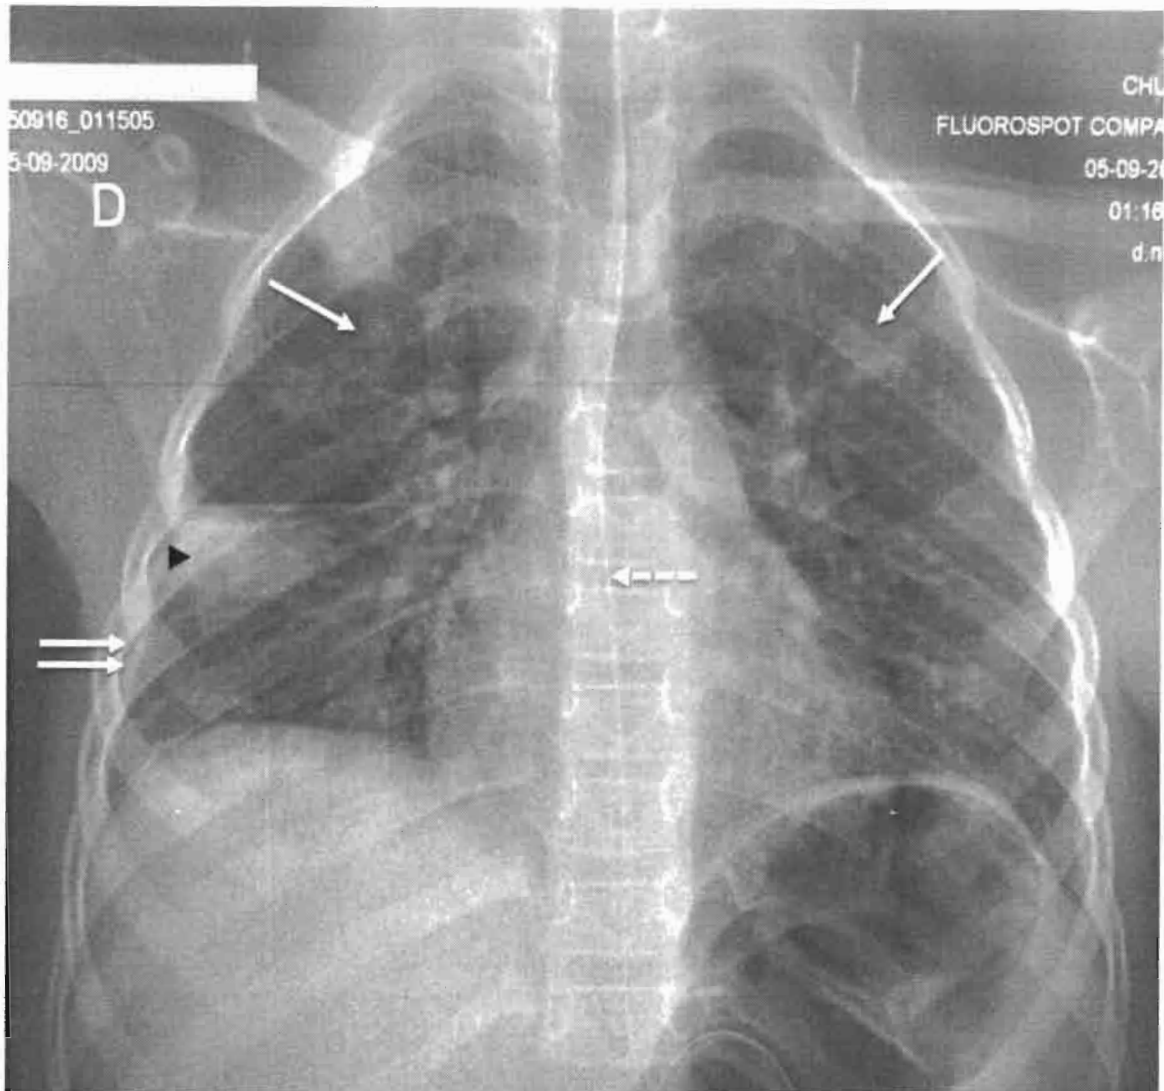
Radiographie thoracique de face chez un grand enfant de 7 ans qui a été admis pour toux, fièvre et douleur abdominale. Nous notons des infiltrats interstitiels (flèches), une condensation pulmonaire lobaire inférieure droite (tête de flèche) et une discrète pleurésie droite (double flèches). A signaler une sonde naso-gastrique (flèche).
